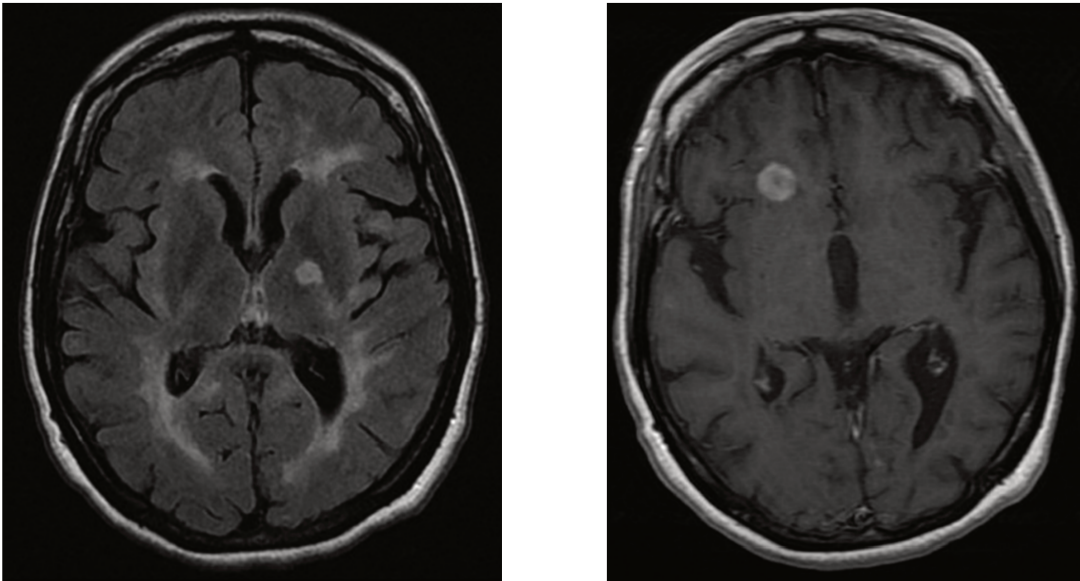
Femme de 40 ans initialement diagnostiquée schizophrène. À gauche : séquence axiale FLAIR retrouvant des HS confluents de la SB périventriculaire et sous corticale, ainsi qu'un plus « nodulaire » capsulaire interne gauche, atypiques pour l'âge. À droite : séquence axiale T1 SE après injection de gadolinium réalisée 7 semaines après qui retrouve une prise de contraste d'une lésion en HS de la SB frontale, remplissant les critères de Mc Donald. Courtoisie Guernion et al. (64)
